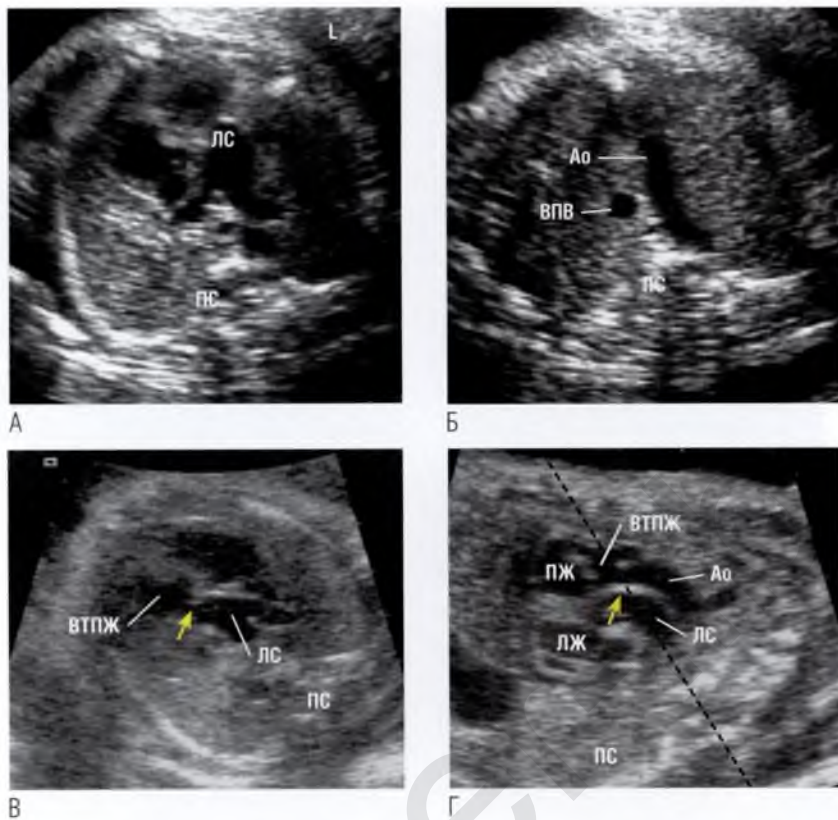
(А) При сканировании в краниальном направлении из четырехкамерной позиции первый магистральный сосуд, отходящий от левого желудочка (ЛЖ), делится на ветви, следовательно, это легочный ствол (ЛС). Выше данного среза кпереди от легочного ствола от правого желудочка (ПЖ) отходит сосуд, формирующий дугу. Следовательно, это аорта (Ао). (Б) На данной эхокардиограмме представлена транспозиция магистральных сосудов. Обратите внимание, что при этой патологии невозможно получить срез через три сосуда, потому что легочный ствол и его ветви расположены ниже дуги аорты. (В) Изображение, полученное в плоскости между срезами на (А, Б), создает ложное впечатление отхождения легочного ствола от правого желудочка из-за близкого расположения выводного тракта правого желудочка (ВТПЖ) к легочному стволу, который на самом деле отходит от левого желудочка. Структура, указанная стрелкой, не является клапаном легочной артерии (он расположен ниже данного уровня), а образована стенкой легочного ствола и прилежащими отделами выводного тракта правого желудочка. (Г) Срез сердца в сагиттальной плоскости того же плода. Стрелка указывает на ту же структуру, что на (В). Пунктирная линия — примерная плоскость сканирования на (В). ▶
